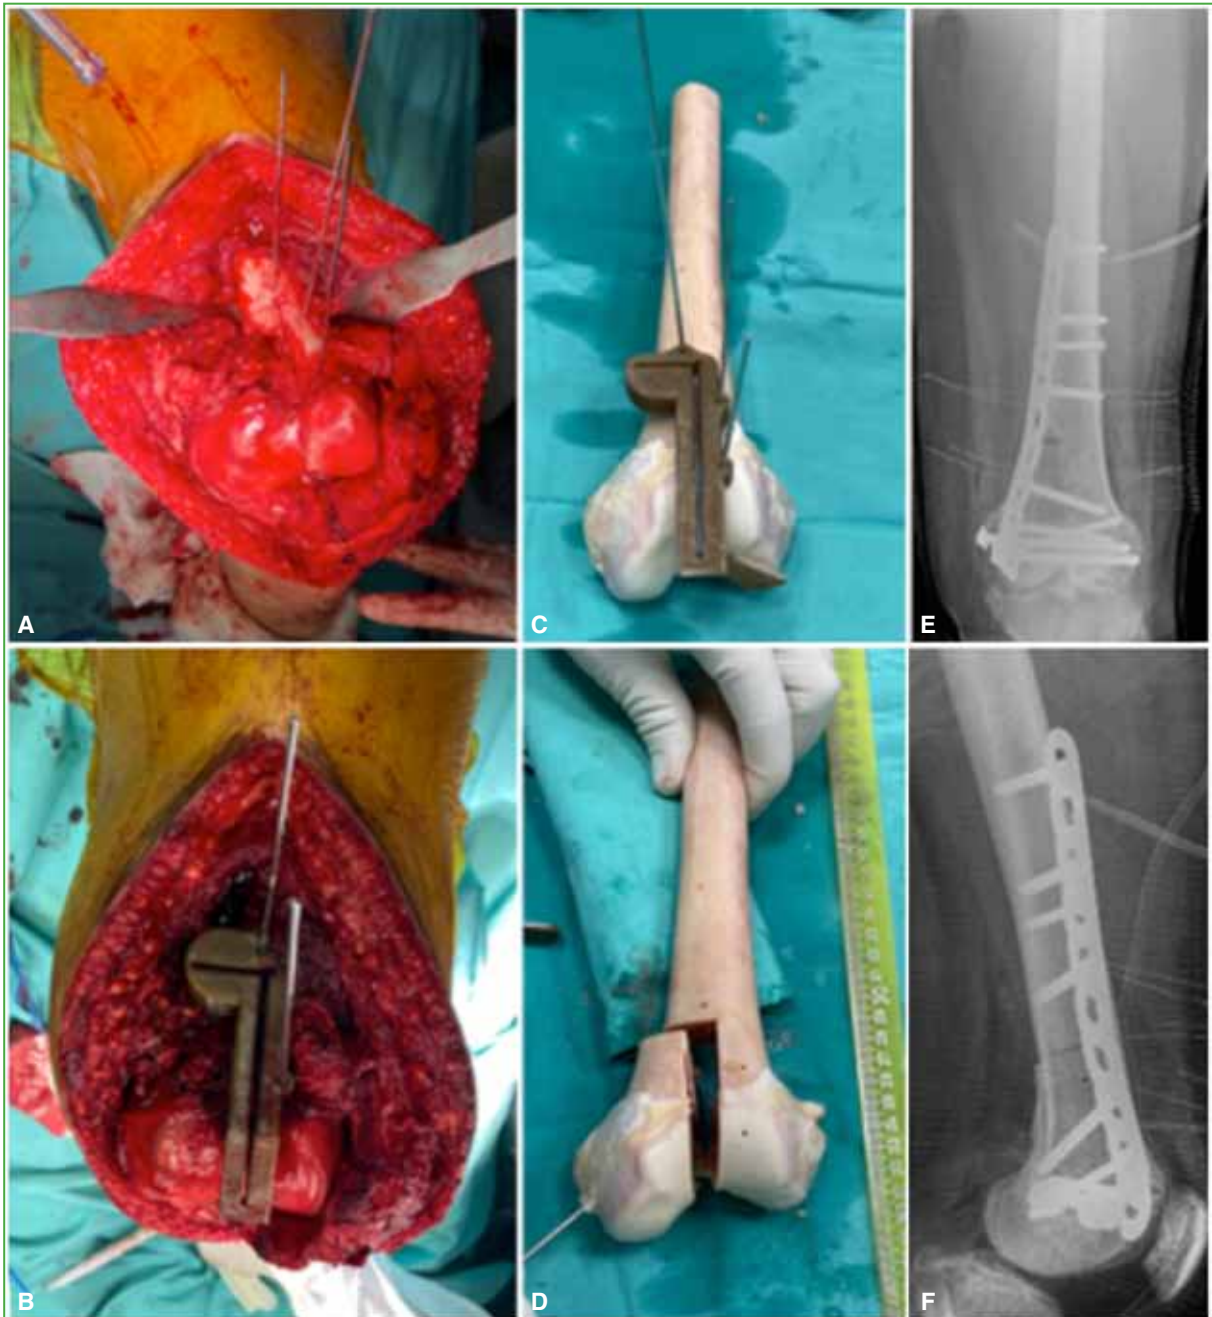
Caso 8. Hombre de 21 años. Resección del tumor y reconstrucción con injerto óseo estructural. A y B. Resección tumoral con guía 3D. C y D. Sección de hueso estructural con guía para la correcta congruencia con el hueso del paciente. E y F. Radiografías de rodilla izquierda. Control posquirúrgico.
